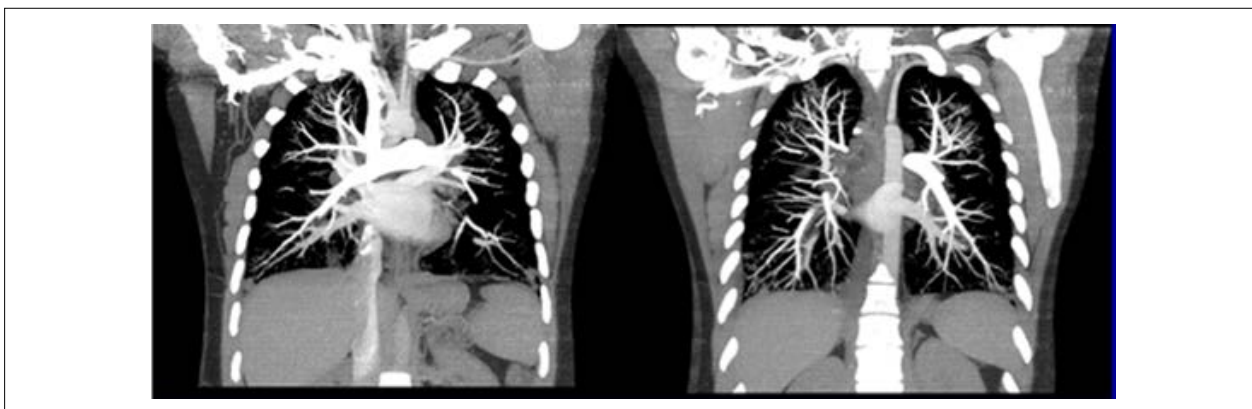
Angiotomografia pulmonar- sem sinais de tromboembolismo.
